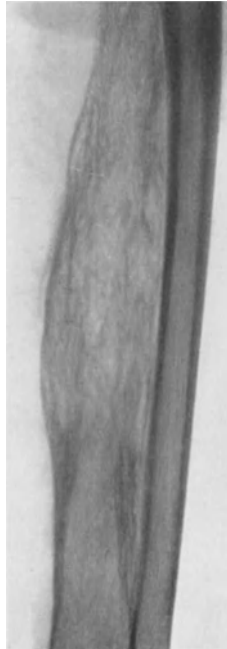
Röntgenbild 9 Monate nach Bestrahlung. Streifige Auflockerung des Schaftes und leichte Sklerosierung (Folge der Röntgenbestrahlung).
